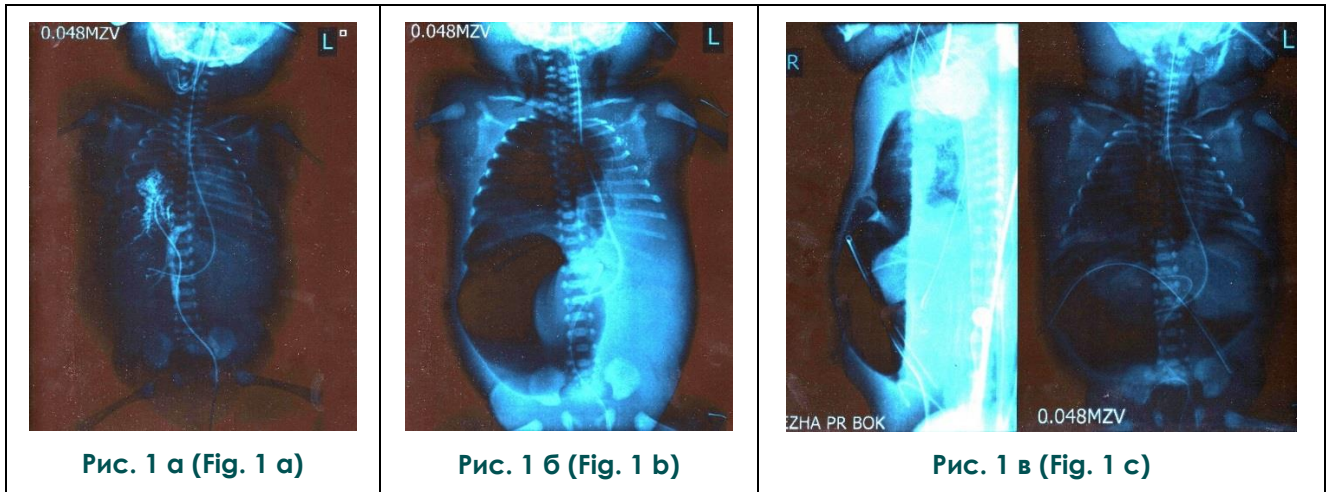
Рентгенограммы грудной и брюшной полости новорожденного; а, б – прямая проекция, в – левая боковая и прямая проекция.
